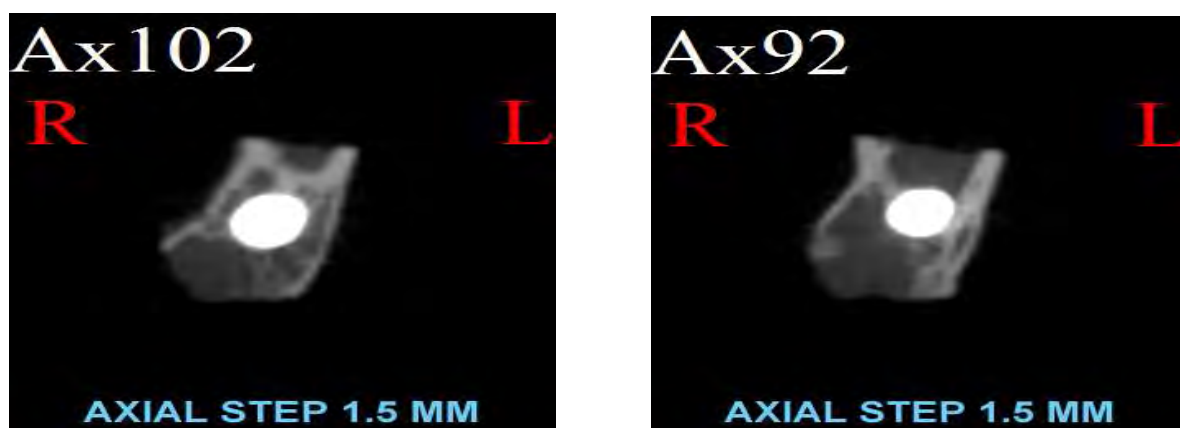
Imaginile de analiza micro-CT realizate perpendicular pe proba 1 arată acoperirea in totalitate cu țesut osos
